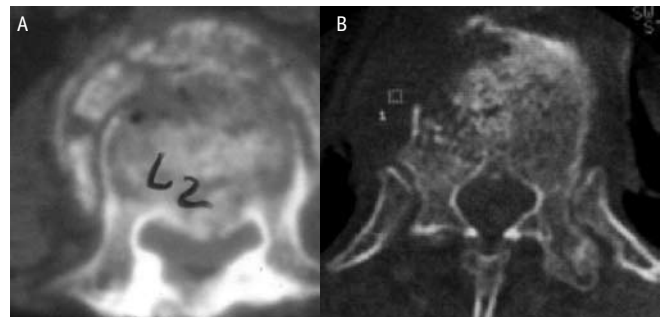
Sinal do quebra-cabeça (puzzle). Imagem de TC. A - Traço de fratura em corpo vertebral lombar sem sinais de destruição óssea. É possível mentalmente encaixar os fragmentos e obter a imagem original da vértebra acometida. B - Fratura vertebral associada à perda de tecido ósseo pelo envolvimento tumoral. Neste caso, não se podem encontrar todos os fragmentos ósseos.
